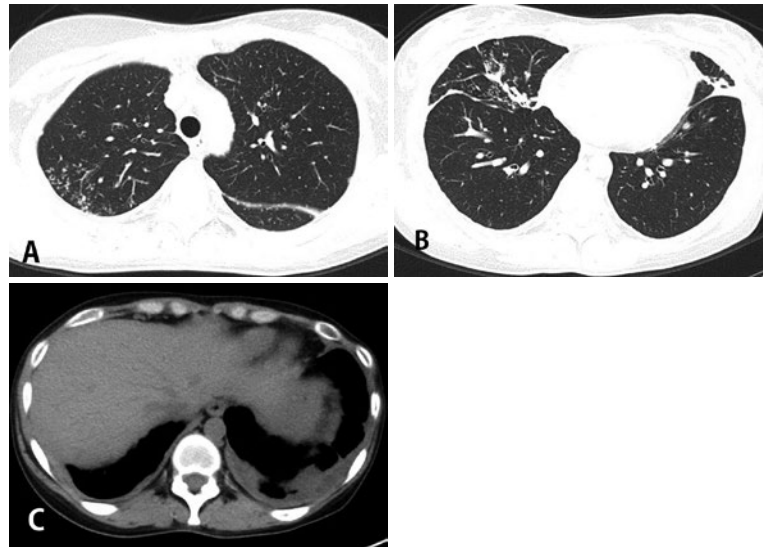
治療前胸部単純CT画像。(A)両肺上葉に小葉中心性の粒状影を認める。(B)右肺中葉では気管支壁肥厚および浸潤影を伴う。(C)胸膜肥厚および被包化胸水を認める。
